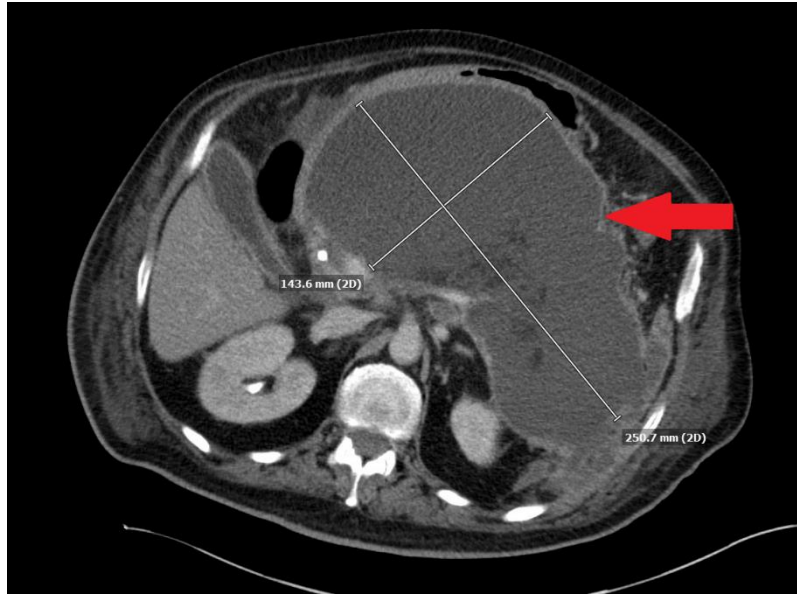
CT scan show pancreatic pseudocyst
